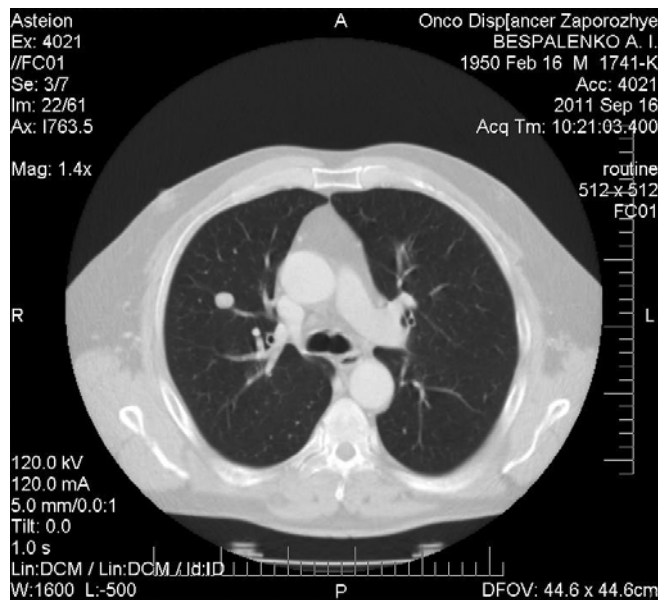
КТ хворого Б. Праворуч у S3 виявляється неоднорідне вогнище овоїдної форми з чіткими, рівними контурами, 15×11 мм. Лімфатичні вузли середостіння не збільшені.
